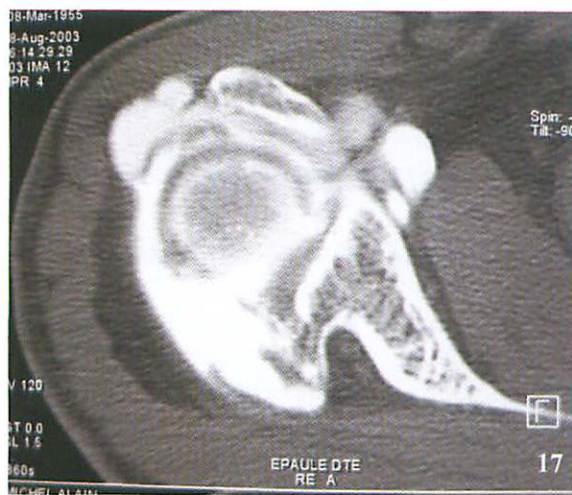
Calcification dure, volumineuse responsable d'un conflit clinique et échographique lors des manœuvres dynamiques
